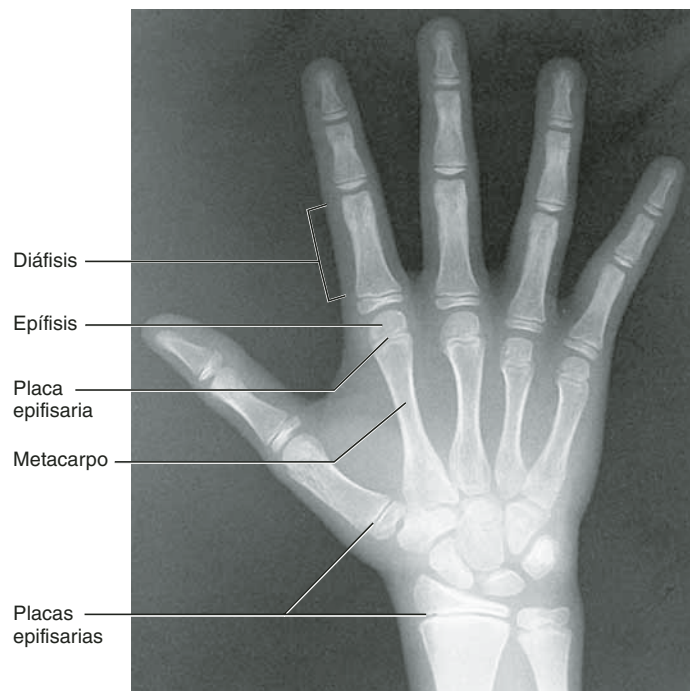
Radiografía de la mano de un niño. Las placas epifisarias cartilaginosas son evidentes en los extremos de los huesos largos. En la edad adulta desaparecen y la epífisis se funde con la diáfisis. Los huesos largos de la mano y los dedos sólo desarrollan una placa epifisaria.
